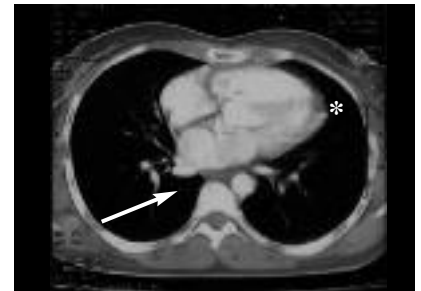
Coupe TDM passant par les quatre cavités cardiaques réalisée 6 mois après traitement anti-tuberculeux : aspect normal de l'oreillette gauche (flèche). Epanchement péricardique minime avec calcification*.
